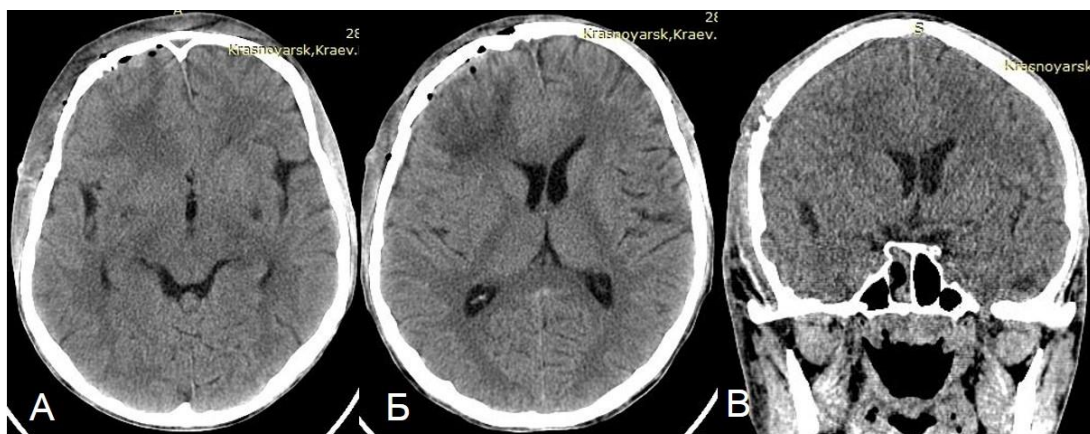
КТ головного мозга пациента П., 25 лет, без контрастирования через 7 дней после хирургического лечения в аксиальной (А, Б) и коронарной (В) проекциях
